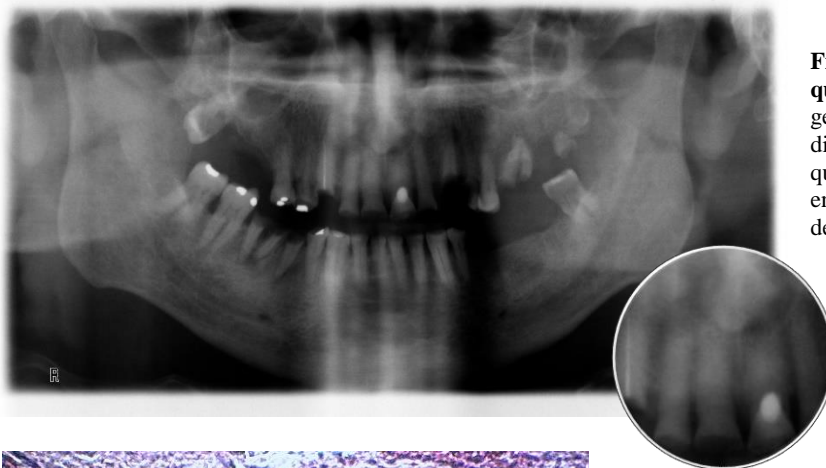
Ortopantomografia de quisto nasopalatino. Doente do género masculino, 76 anos, com diagnóstico provisório e definitivo de quisto nasopalatino na maxila anterior, entre as raízes do 11 e 21. Dimensão de 13X10 mm.
